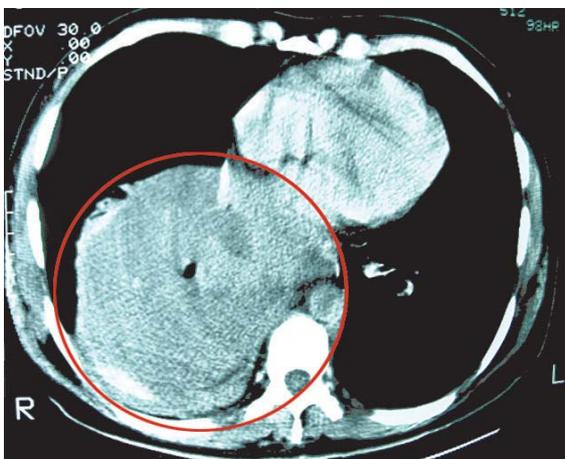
TAC, corte axial que muestra la masa esofágica que ocupa gran parte del hemitórax derecho.
